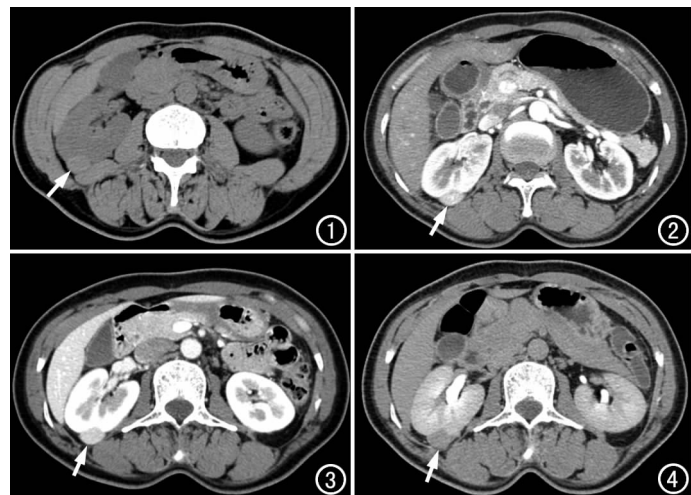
CT 平扫示右肾背侧包膜下类圆形肿块, 边界清楚, 呈等密度(箭)。图 2 CT 增强扫描皮质期示病灶明显强化(箭)。
